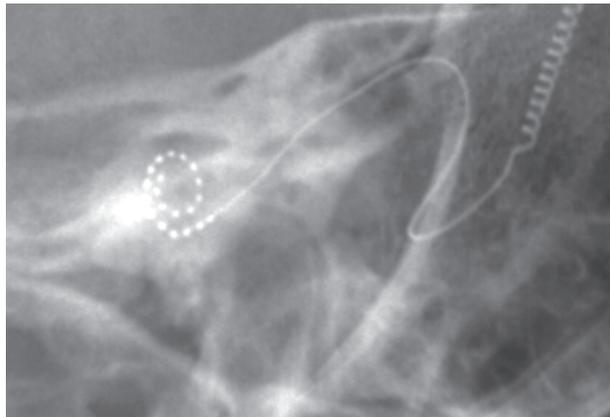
Postoperative X-ray shows the electrode inserted in cochlea.
